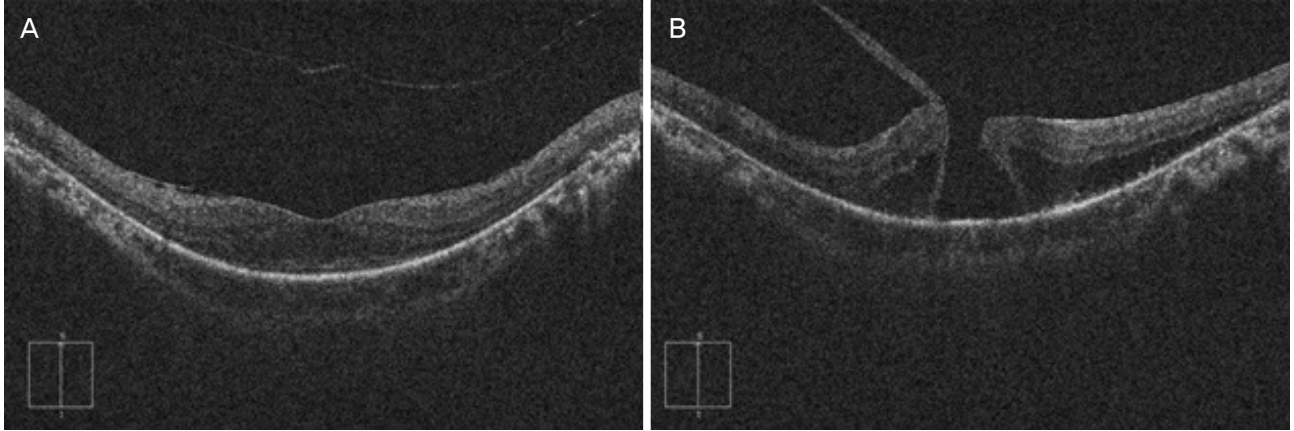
The preoperative optical coherence tomography images of the right (A) and left (B) eyes of the study patient are presented. Note the full-thickness macular hole with surrounding cuff of intraretinal fluid and vitreomacular traction in left eye.
